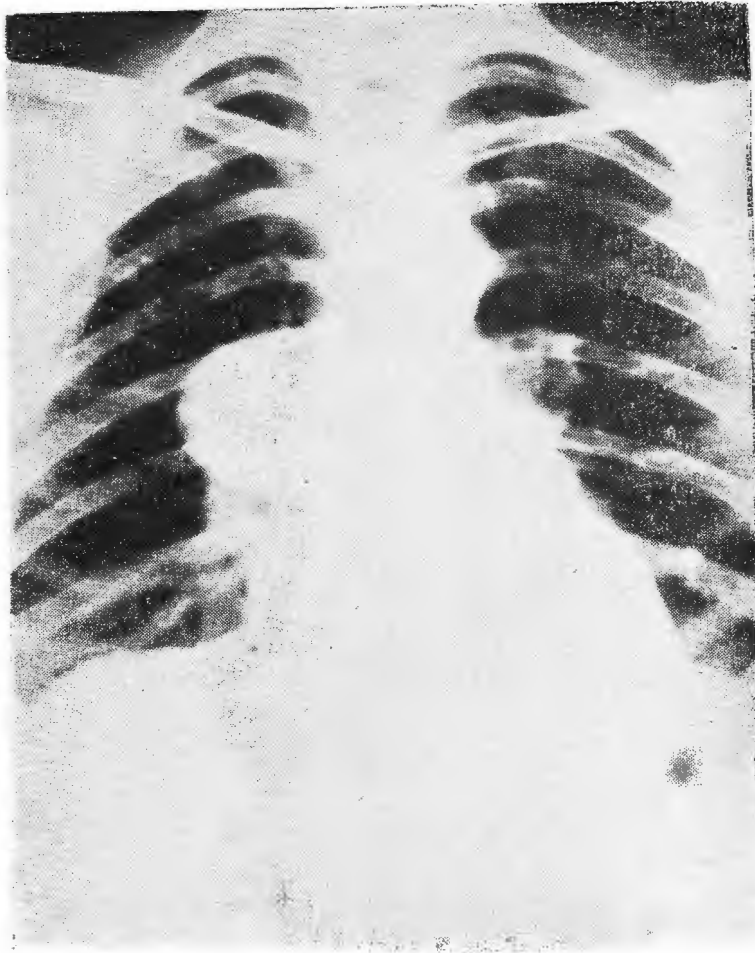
Radiografía del mediastino, en P. A.
